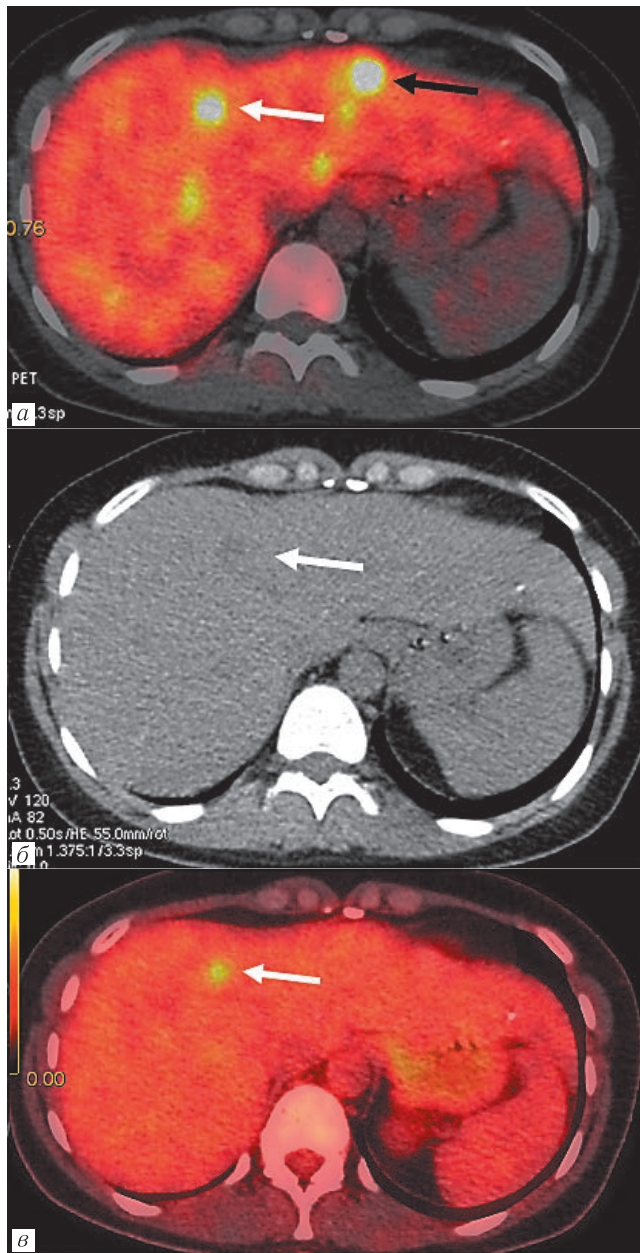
Результаты ПЭТ/КТ у пациента с МРЦЖ, срезы в аксиальной плоскости: *a* — ПЭТ/КТ с ^{18}F -фторДОФА; *б* — нативное КТ-изображение; *в* — ПЭТ/КТ с ^{18}F -ФДГ. Белой стрелкой обозначено ^{18}F -фторДОФА позитивное образование, гиподенсное по отношению к ткани печени на нативных КТ-изображениях, характеризующееся гиперфиксацией ^{18}F -ФДГ. Черной стрелкой обозначен ^{18}F -фторДОФА позитивный очаг без гиперфиксации ^{18}F -ФДГ
